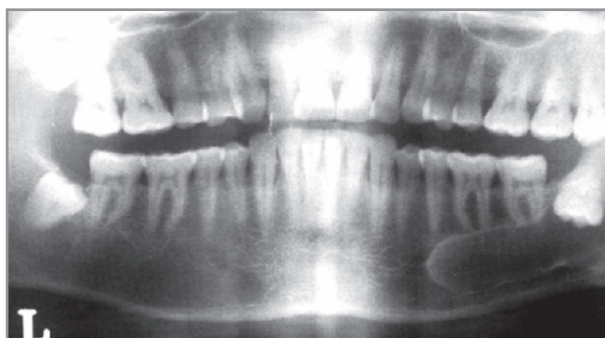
Рентгенологічна картина фолікулярної кісти від 38 зуба.
